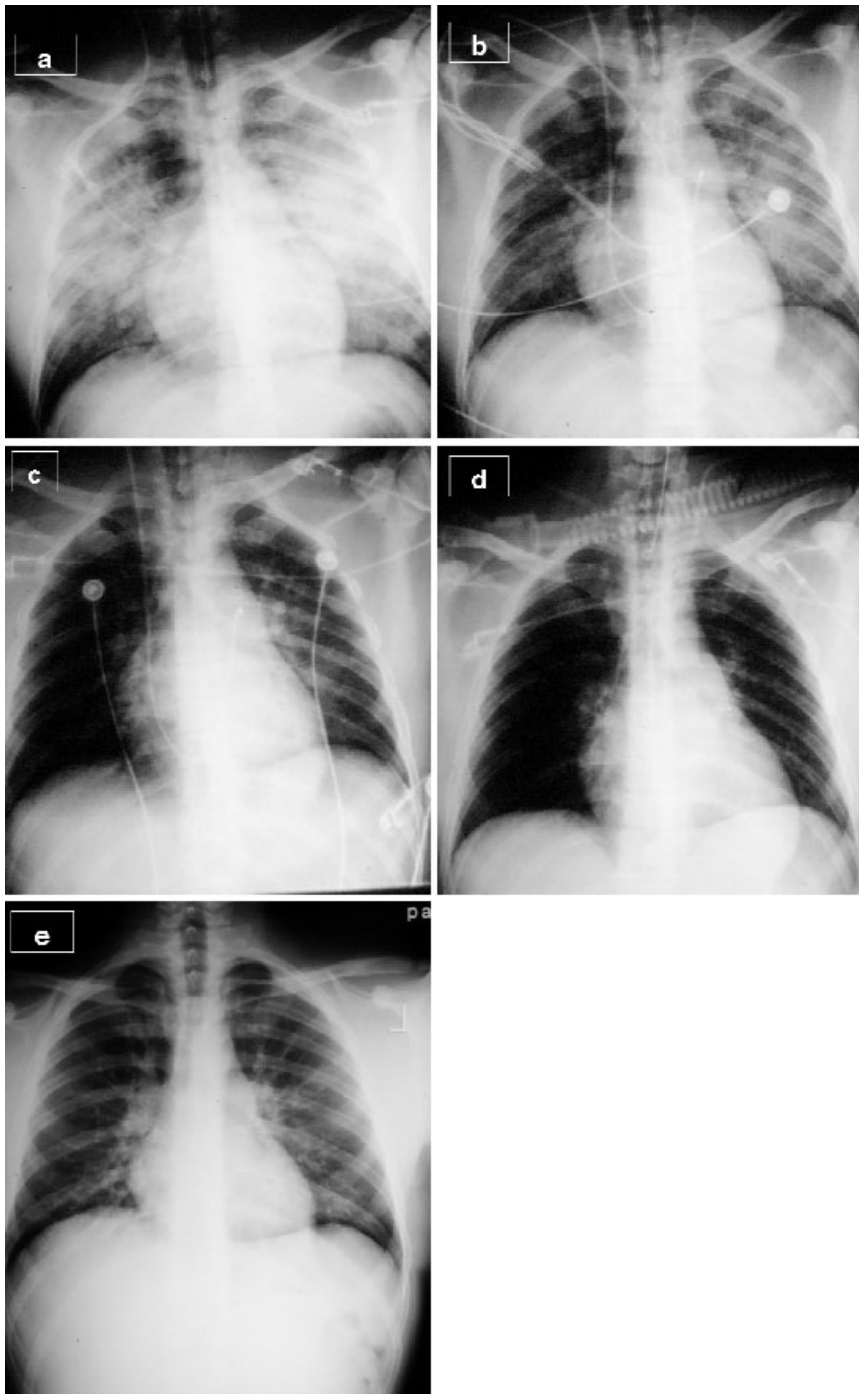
e ▲ Röntgenaufnahmen des Thorax im Krankheitsverlauf.
